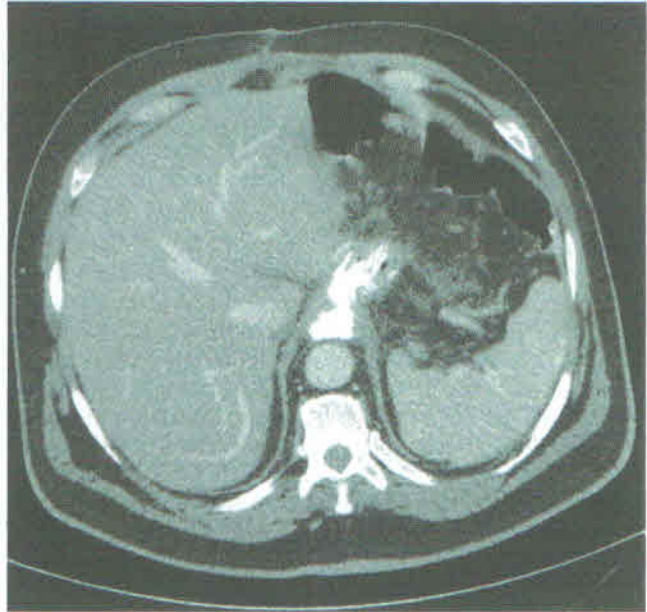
Tomografia abdominal mostrando vazamento de contraste
